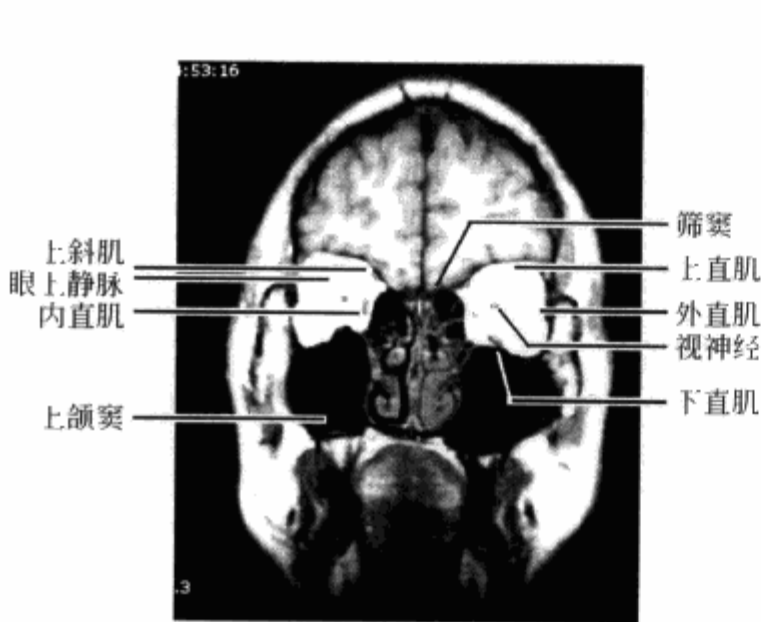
正常眼眶冠状位 MRI T_1 WI 扫描肌锥前部层面
